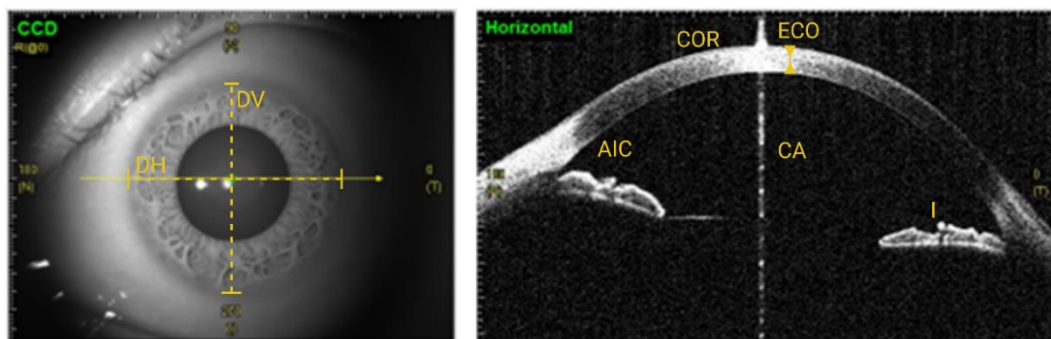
Imagen tomada mediante tomografía de coherencia óptica del segmento anterior. La córnea se localiza en la zona anterior y central del globo ocular. En la imagen frontal (CCD) se ven los DV y DH; y en su sección horizontal (Horizontal) se observan el espesor corneal y los elementos y cámaras anatómicas anexos. AIC: ángulo iridocorneal. CA: cámara anterior. COR: córnea. DH: diámetro horizontal. DV: diámetro vertical. ECO: espesor de la córnea. I: iris.
